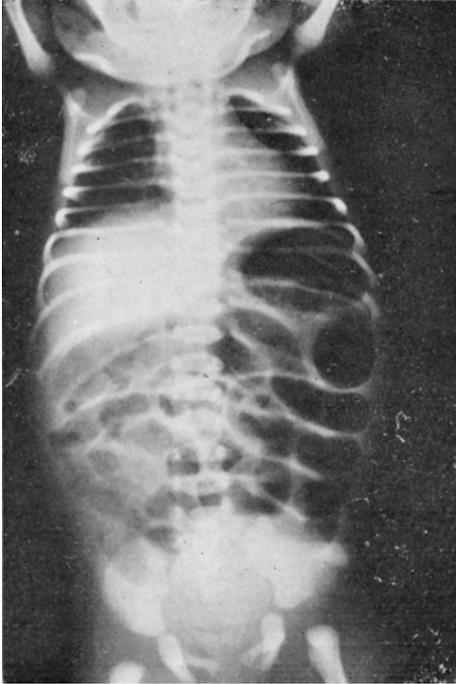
Radiografía simple abdomen, se observan dilataciones en esas delgadas, estómago e intestino grueso, no hay niveles líquidos. Tomada a las 72 horas de nacida.
